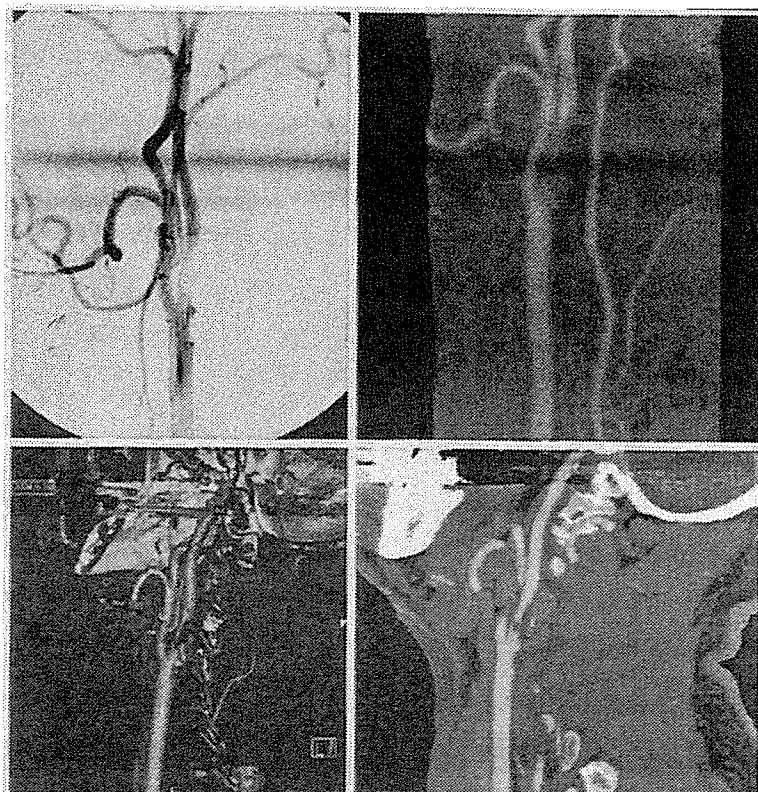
62 歳、男性：右頸部内頸動脈狭窄症の DSA、MRA、3D-CTA の比較
